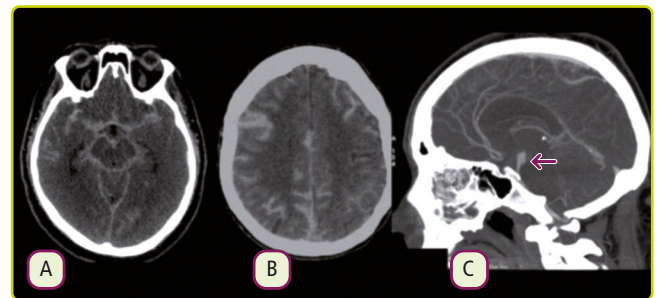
TC craneal simple que muestra hemorragia subaracnoidea en cisternas perimesencefálicas, alrededor del polígono de Willis (A) y en surcos hemisféricos de la convexidad (B) secundaria a la ruptura de un aneurisma localizado en la arteria basilar identificado en la angio TC (C).
